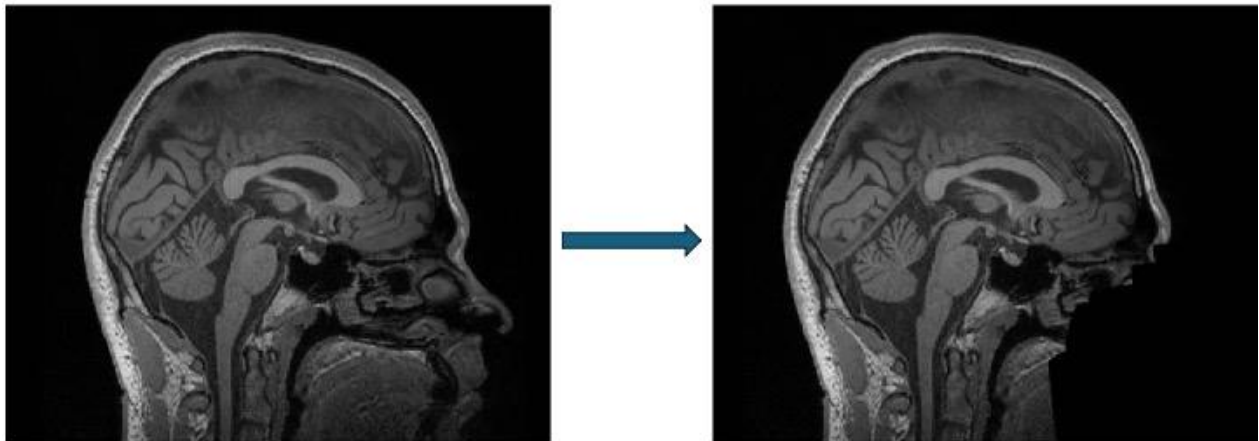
Beispielhafte Darstellung des „Defacings“. Links eine kraniale Kernspintomografie mit erhaltenden Gesichtsstrukturen in sagittaler Ebene. Rechts hingegen gleicher Sagittalschnitt nach Entfernung aller identifizierenden Merkmale, sodass eine spätere Rekonstruktion der Gesichtsstruktur nicht mehr möglich ist.
